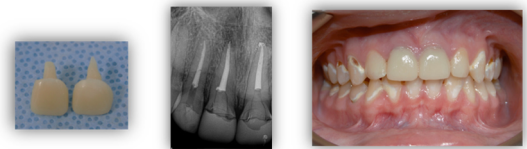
Teeth #8 and #9 final Endocrowns cemented and radiographically well fitted
